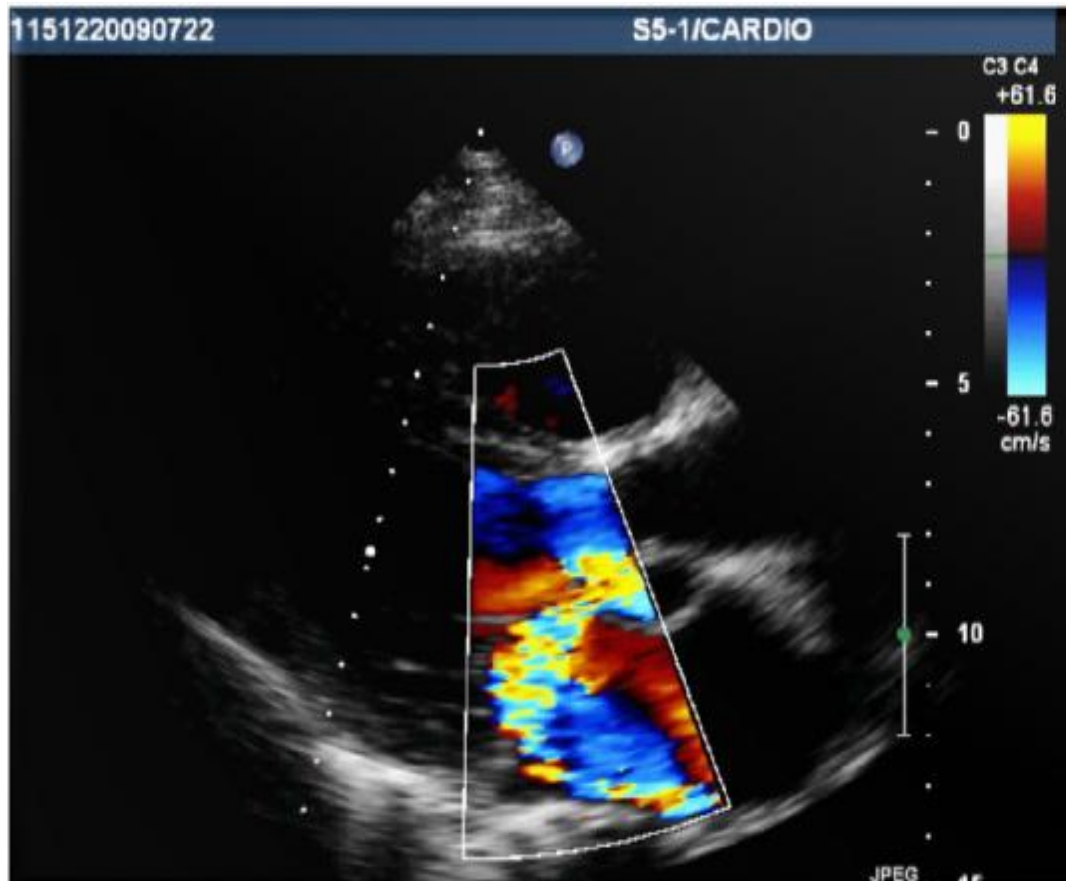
Echocardiographie en coupe parasternale grand axe montrant une fistule entre l'aorte et l'oreillette gauche compliquant une EI.
